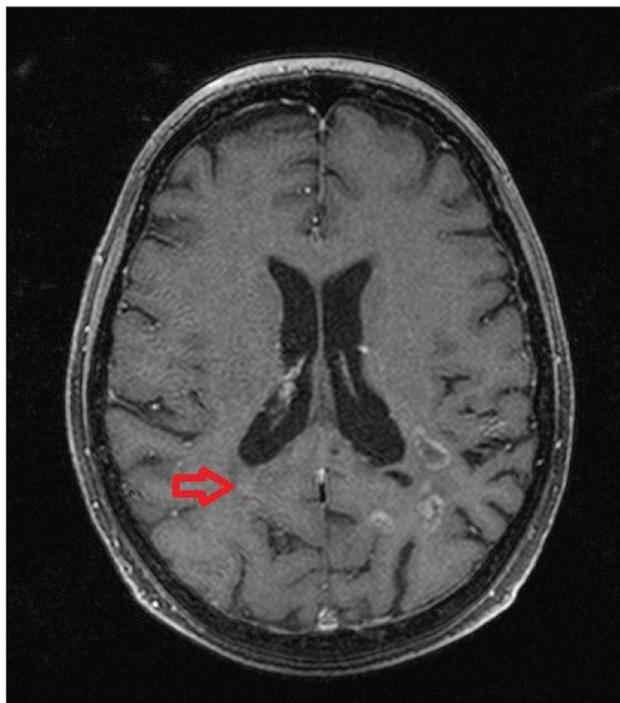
Пациентка Г. МРТ головного мозга с контрастом через 18 мес после протонной терапии. Прогрессирование опухоли в области медиальной стенки треугольника правого бокового желудочка, размерами до 9 мм (указано стрелкой)
